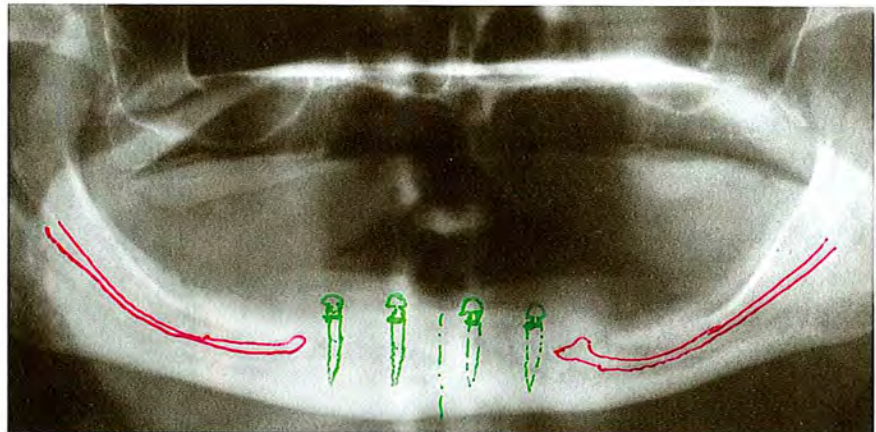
bis c Implantatdiagnostik Knochenangebot: Höhe und Breite aus der Panoramaschichtaufnahme (a), Querschnitt und Vertikaldimension aus der Fernröntgen-seitenaufnahme (b) sowie Bestimmung der Pfeilerangulation aus dem Fernröntgenausschnitt (c)
